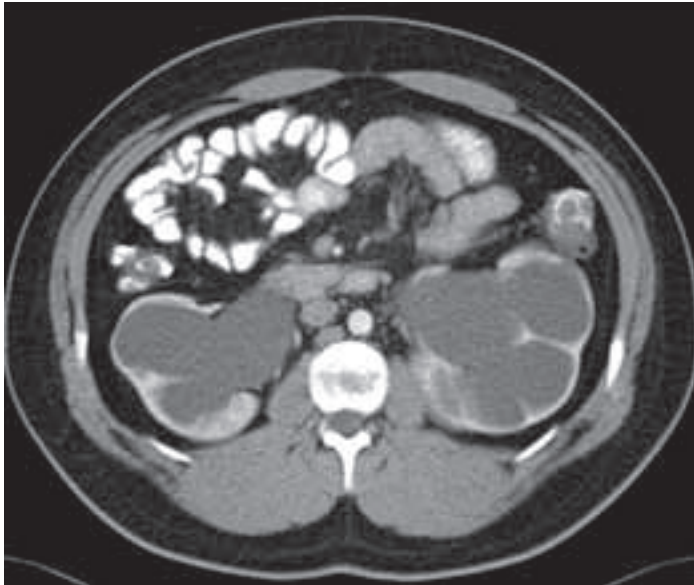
TAC de abdomen con contraste iv. cortes axiales. Marcada hidronefrosis renal bilateral, en unos riñones con un parénquima adelgazado de forma bilateral.
